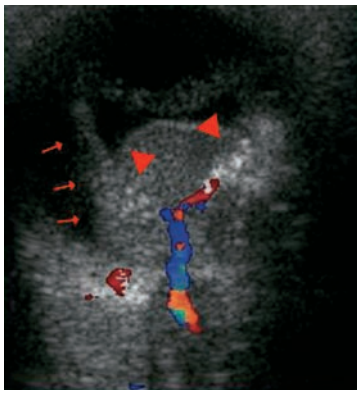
Rétinoblastome endophytique. Échographie-Doppler couleur, coupe axiale.
